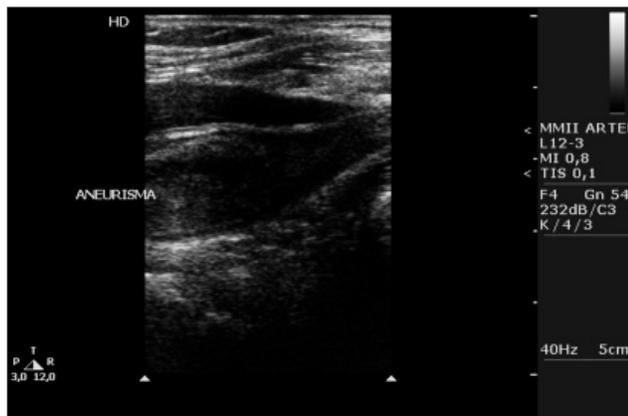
Ecografia modo B mostrando aneurisma trombosado à esquerda.
